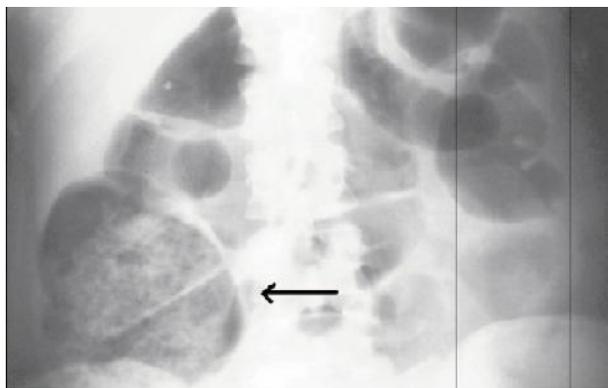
Aspecto de uma radiografia simples do abdômen para o diagnóstico de apendicite Fonte: Revista Brasileira de Radiologia, 2007¹¹.
